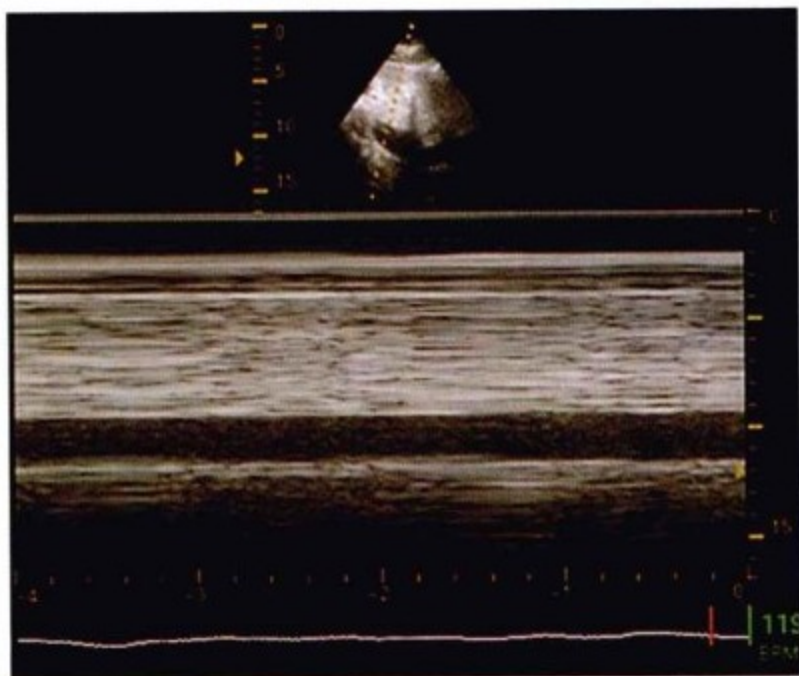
IVC 大小的 M 型超声。在此病例中, IVC 扩张, 没有吸气时管腔变小, 中心静脉压显著升高。
